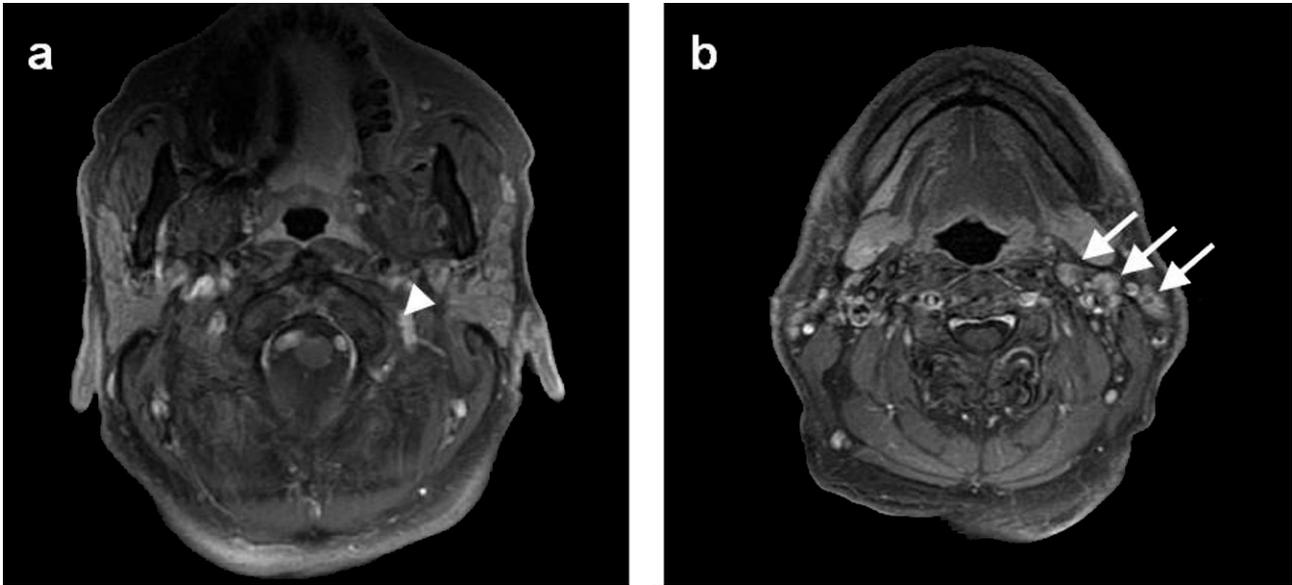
MRI findings. Fat suppression T1 weighted axial images with gadolinium enhancement shows no definite abnormal lesion around jugular foramen (a, arrow head) and multiple inhomogeneous enhanced lesions ahead of the left sternocleidomastoid muscle and around left carotid artery in left upper cervical area (b, arrows).
